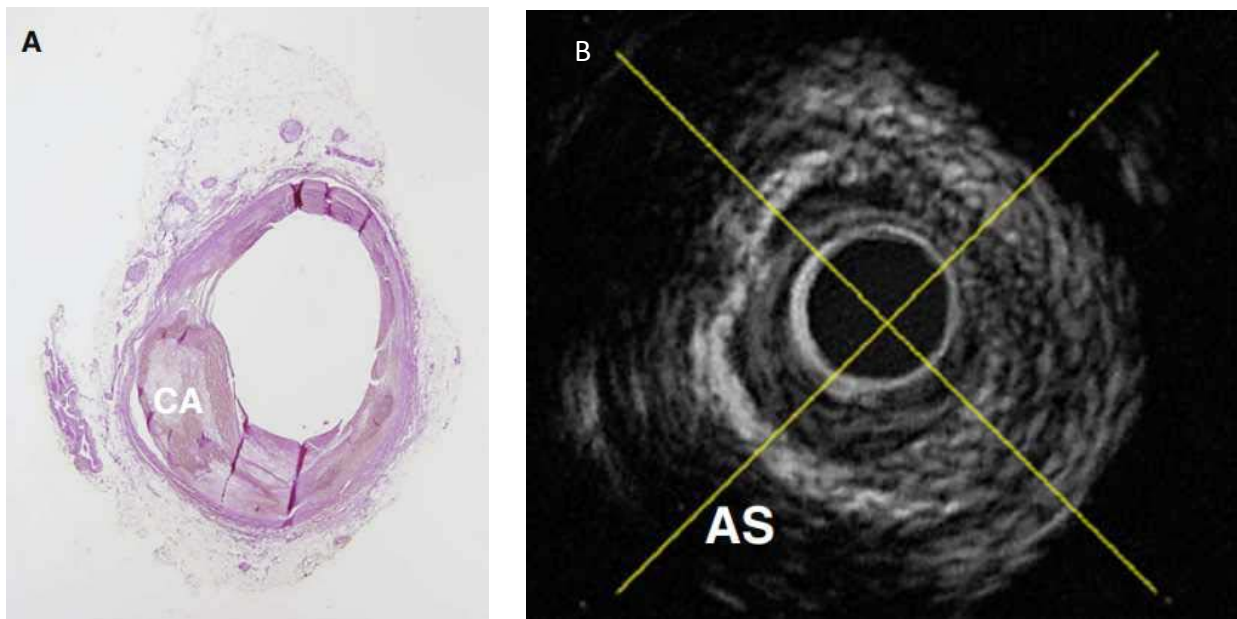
L'une des principales limites du traitement des données radiofréquence RAW uniquement, sans tenir compte des autres informations disponibles, telles que l'ombre acoustique visible, est que ces méthodes de traitement du signal identifient les composants tissulaires dans ces régions d'ombre acoustique alors que l'IVUS ne renvoie aucune information à ce sujet. Les ondes ultrasonores sont réfléchies à l'interface du calcium comme on peut l'apprécier sur cette figure.
